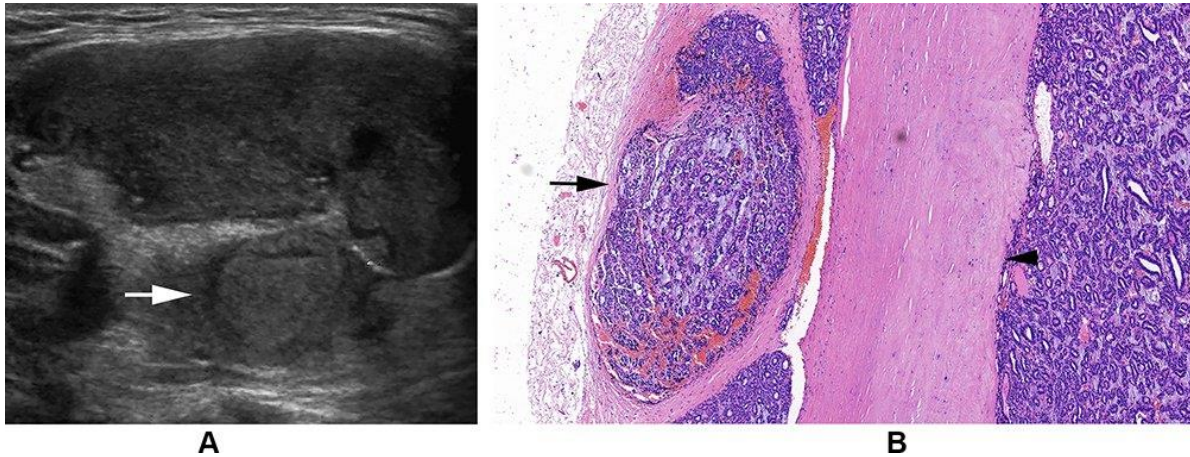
(A) Carcinoma folicular de tiroides izquierda en una mujer de 23 años. La ecografía longitudinal muestra un nódulo hipoecoico con un nódulo satélite hipoecoico (flecha). (B) Carcinoma folicular de tiroides en una mujer de 65 años. La microfotografía muestra una cápsula gruesa e hialinizada (punta de flecha) y un nódulo satélite con una banda fibrosa limitante secundaria (flecha) (H y E, x 100) (Li, Song, Lan, Li, Zhang, Yan, Li, Zhang & Luo, 2021)
